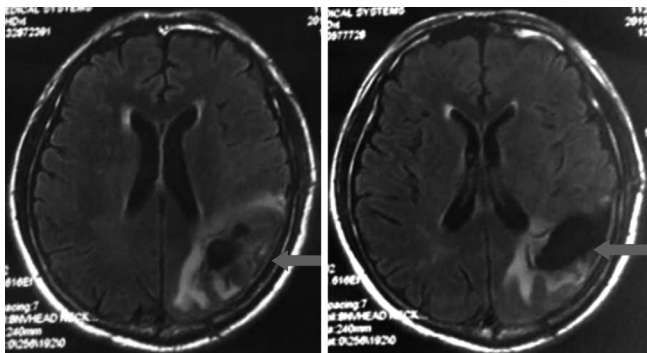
头颅 MRI 示左侧颞顶枕叶血肿清除术后改变
